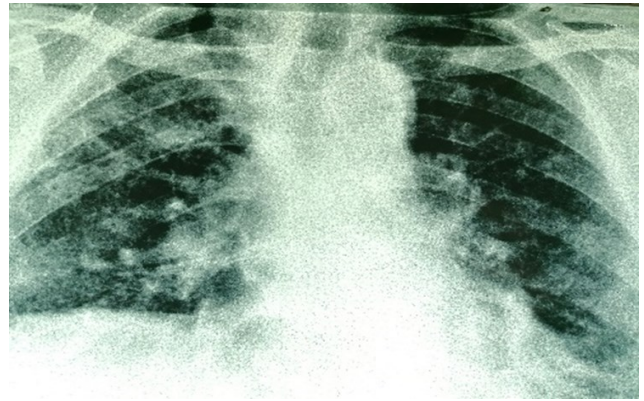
Radiographie thoracique de face: opacité latéro trachéale droite d'allure médiastinale, des opacités réticulaires avec des lésions kystiques prédominants en sous pleural.
